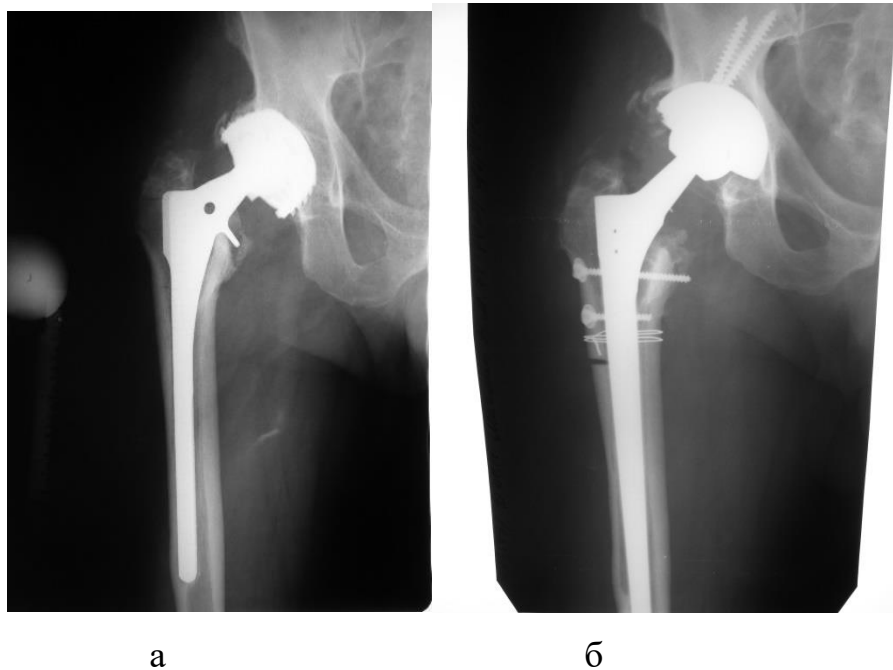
Рентгенограммы правого тазобедренного сустава пациента М., 71 лет:
